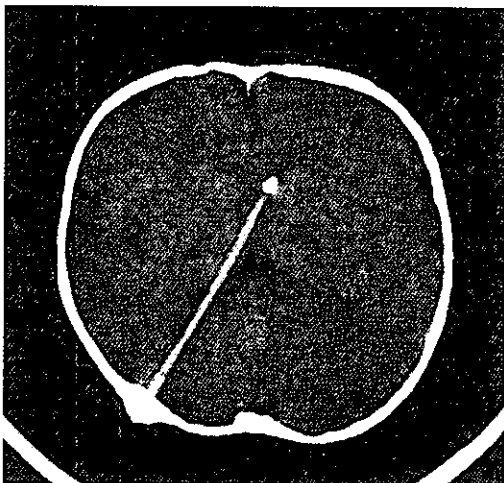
短絡術14ヶ月後の頭部CT。スリット状脳室を示す。
